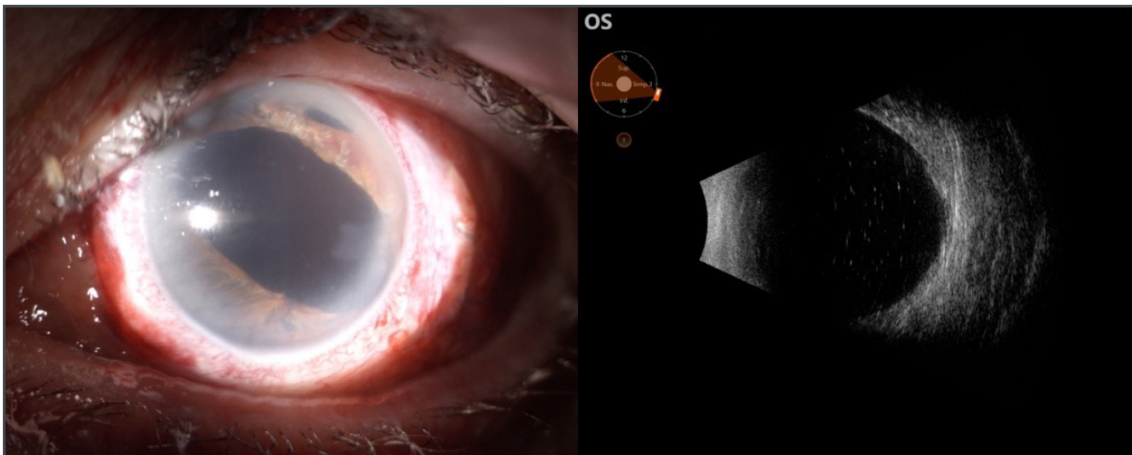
Controllo postoperatorio a 30 giorni: bulbo in quiete, buona trasparenza corneale, rivascolarizzazione dei tessuti sclerali ed esame ecografico con retina sul piano.
